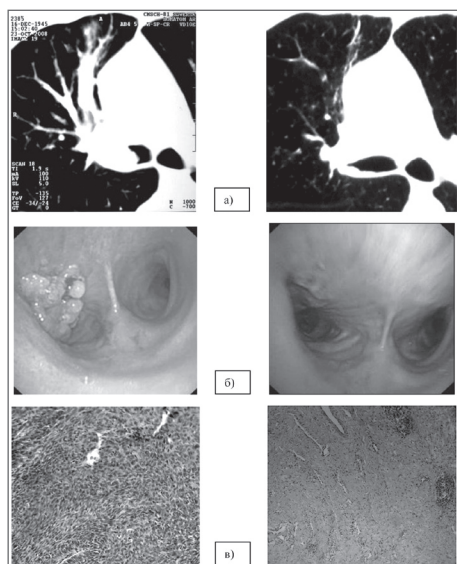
Результаты обследования больного И.: *а* – СКТ органов грудной клетки: до начала лечения в правом главном бронхе определяется экзофитная опухоль, размером 28×15 мм; после 3 курсов химиотерапии – опухоль не определяется; *б* – Эндофото.
